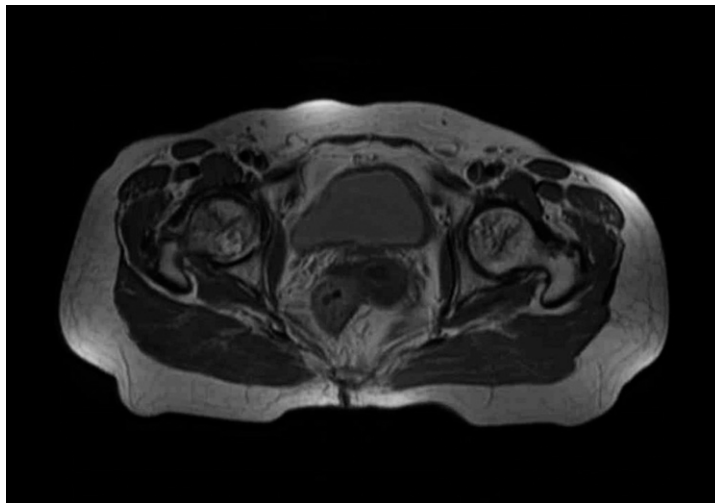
MRI hip joint - axial view(2019.04.09.).
